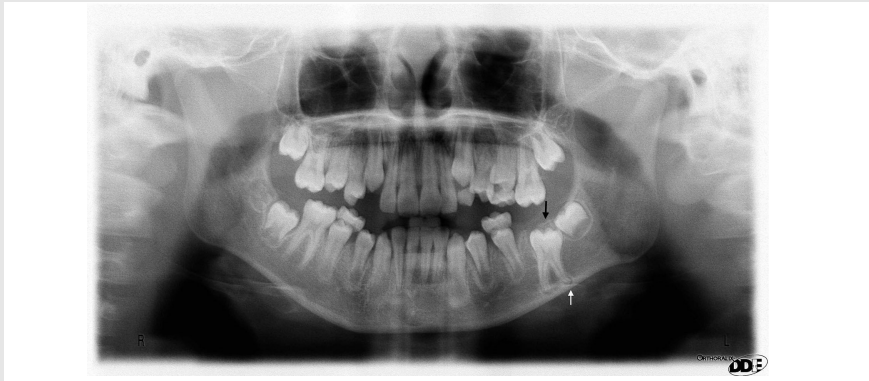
초진시 파노라마 방사선사진. 미맹출된 하악 좌측 제1대구치의 맹출방향은 정상적이고, 치관은 치조골로 덮여있으며(black arrow), 원심치근은 원심측으로 휘어져 하악 하연에 닿아있고 근첨부위로 골흡수 소견 보임(white arrow).
